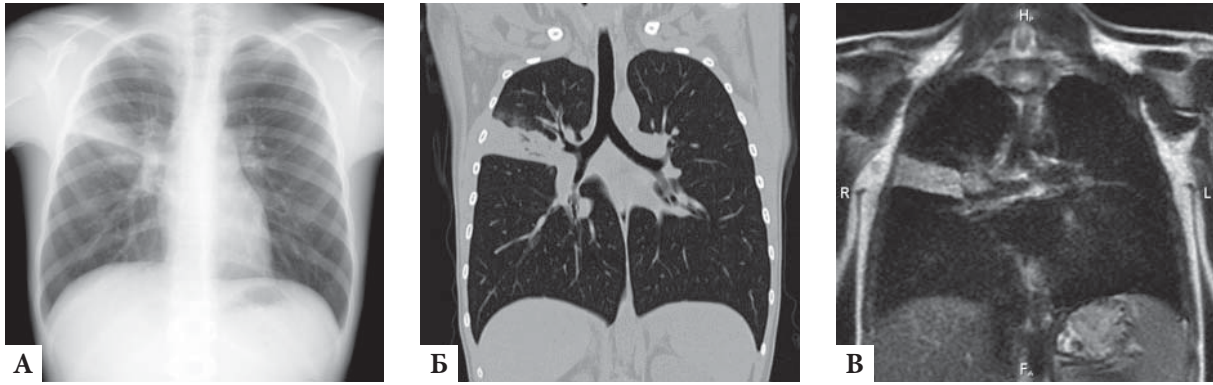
Сравнение методов в выявлении пневмонии верхней доли правого легкого: А — рентгенография, прямая проекция; Б — КТ, фронтальный срез; В — МРТ, фронтальный срез.
